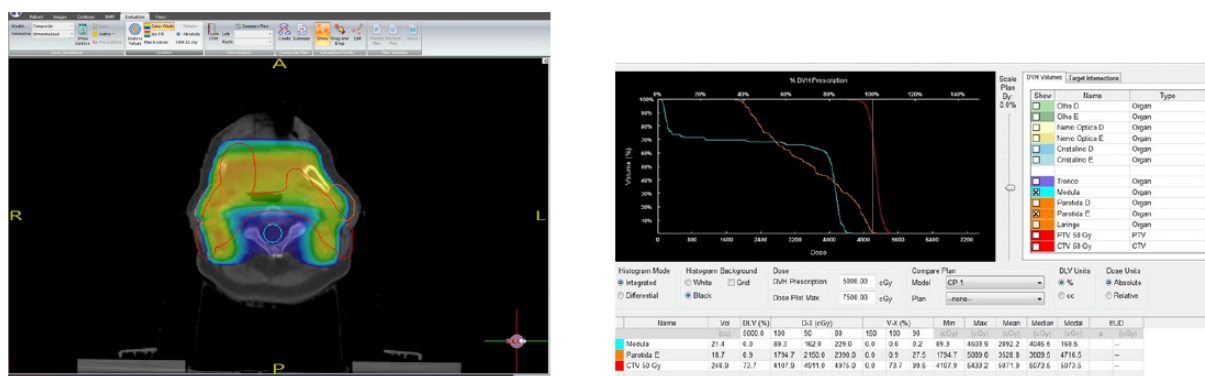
Imagens de um planejamento radioterápico pelo SPT. A imagem à direita apresenta uma imagem de CT, com a representação da distribuição de dose. E a imagem à esquerda é a avaliação do plano, por histograma de volume de dose. Imagem adaptada de [4].
